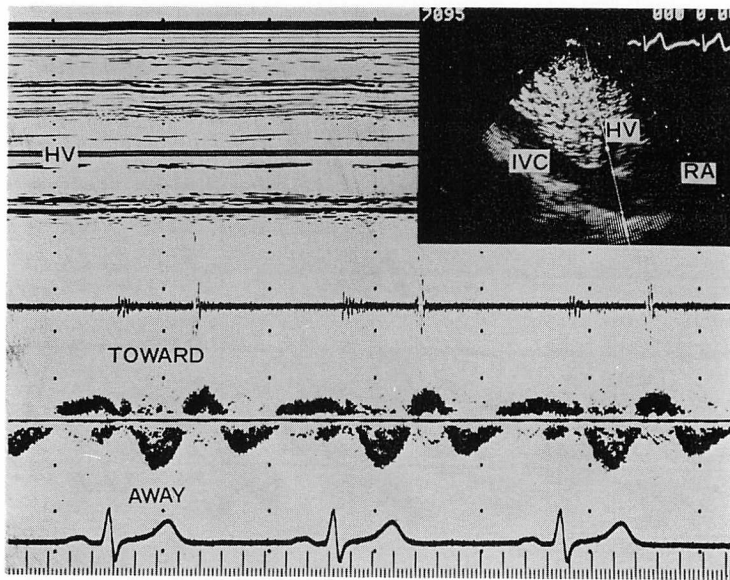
Doppler signal in the hepatic vein of a patient with mild tricuspid regurgitation (sinus rhythm).
